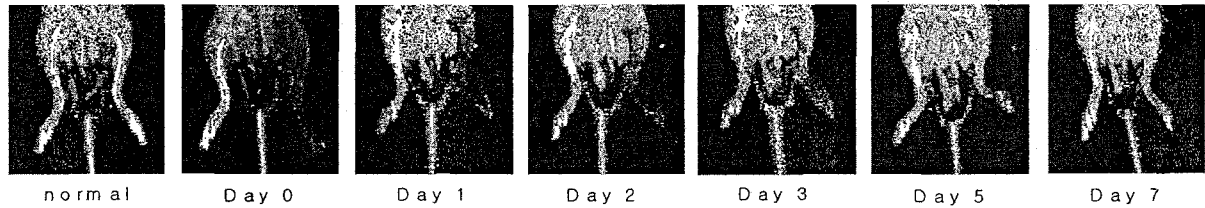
왼쪽다리 동맥을 결찰하여 허혈이 생긴 8주령 쥐 (C57BL/6)의 Laser doppler imaging. 수술 전에는 양쪽다리가 모두 혈류가 온전하나 (normal), 수술 바로 후부터 3일경까지는 결찰된 왼쪽 다리에 혈류가 거의 관찰되지 않음 (파란부분). 그러나 7일에는 혈류가 자연적으로 많이 개선되었음.
